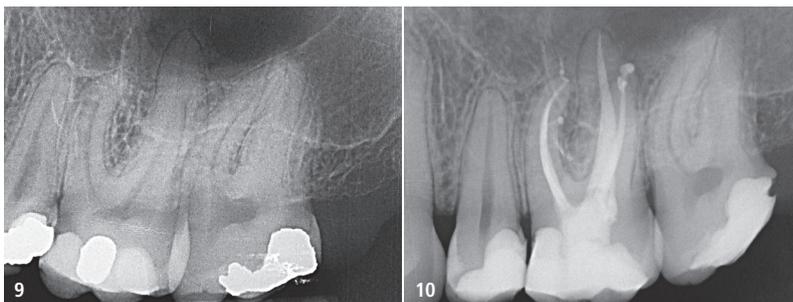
Der Patient berichtet über spontane Schmerzen an Zahn 26. – Abb. 10: Die postoperative Röntgenaufnahme zeigt das Vorhandensein von mehreren Seitenkanälen.
